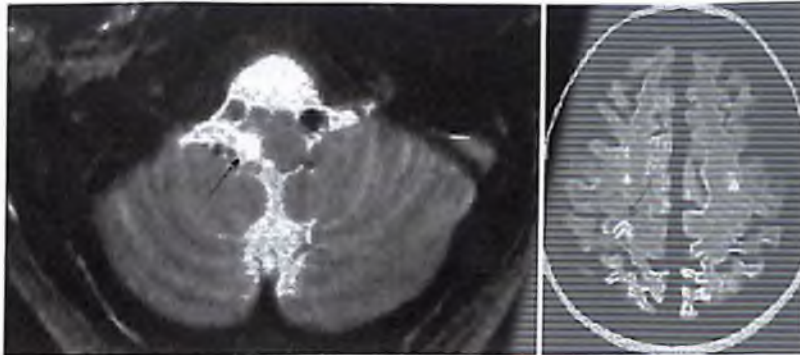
Infartos isquémicos con TC negativa. Izquierda: RM axial ponderada en T2. Infarto bulbar postero lateral derecho (flecha), en un paciente con disección de la arteria vertebral derecha (flecha hueca). Derecha: Imagen de RM ponderada en densidad protónica, que demuestra un pequeño infarto isquémico redondo, en la región de la circunvolución de la mano izquierda (flecha).
